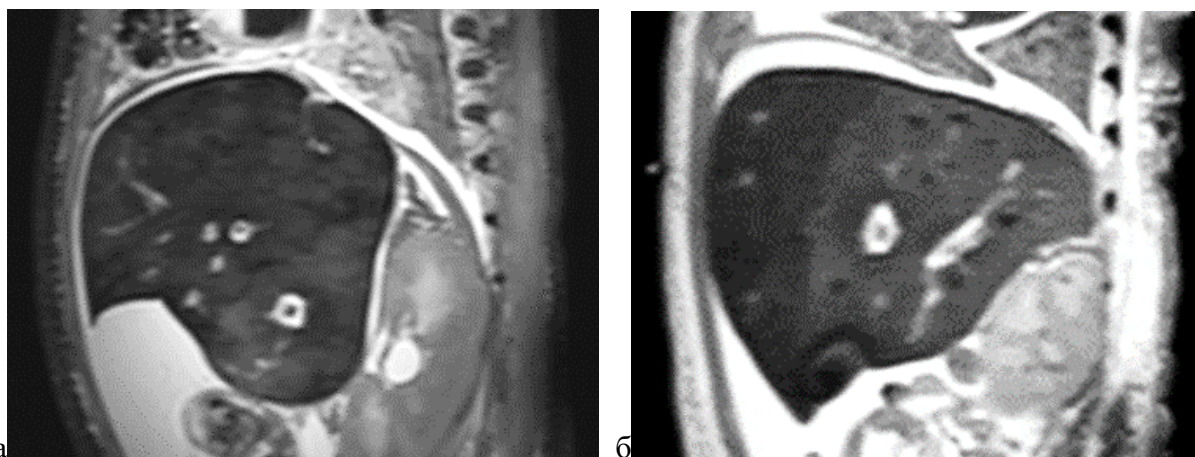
Посмертное МРТ-исследование тел новорожденных, МР-томограммы печени, T2-ВИ, сагиттальная проекция: а – выраженная мозаичность, давность смерти 12 часов 23 минуты; б – линия градиента интенсивности МР-сигнала ткани печени вентральной и дорзальной областей выраженная четкая; давность смерти 48 часов 27 минуты
